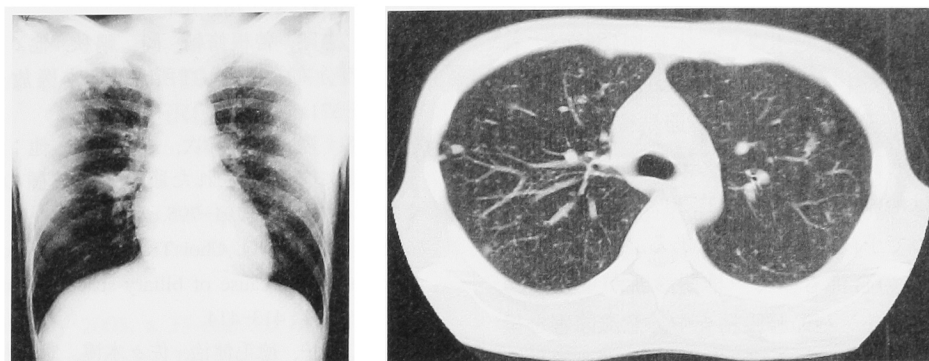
(April 12, 2005) Chest X-ray and CT scan on admission showing numerous and disseminated nodules in whole lung
